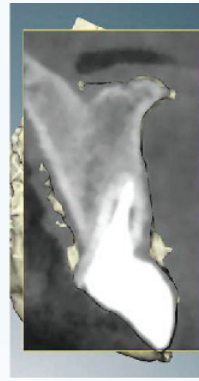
На снимке КТ видно отклонение оси зуба и состояние и объем кости вокруг него.
